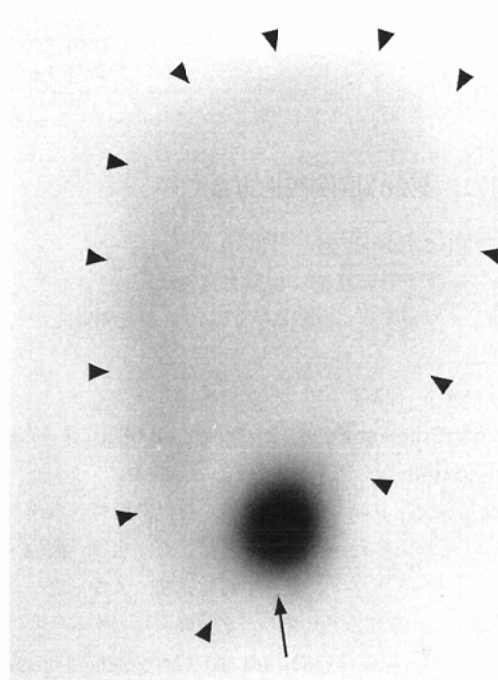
Tc-99m heat-damaged red blood cell scintigraphy. Planar anterior image shows localized uptake, corresponding to the mass detected by X-ray CT (arrow). Slight uptake to the liver is also depicted (arrowhead).
